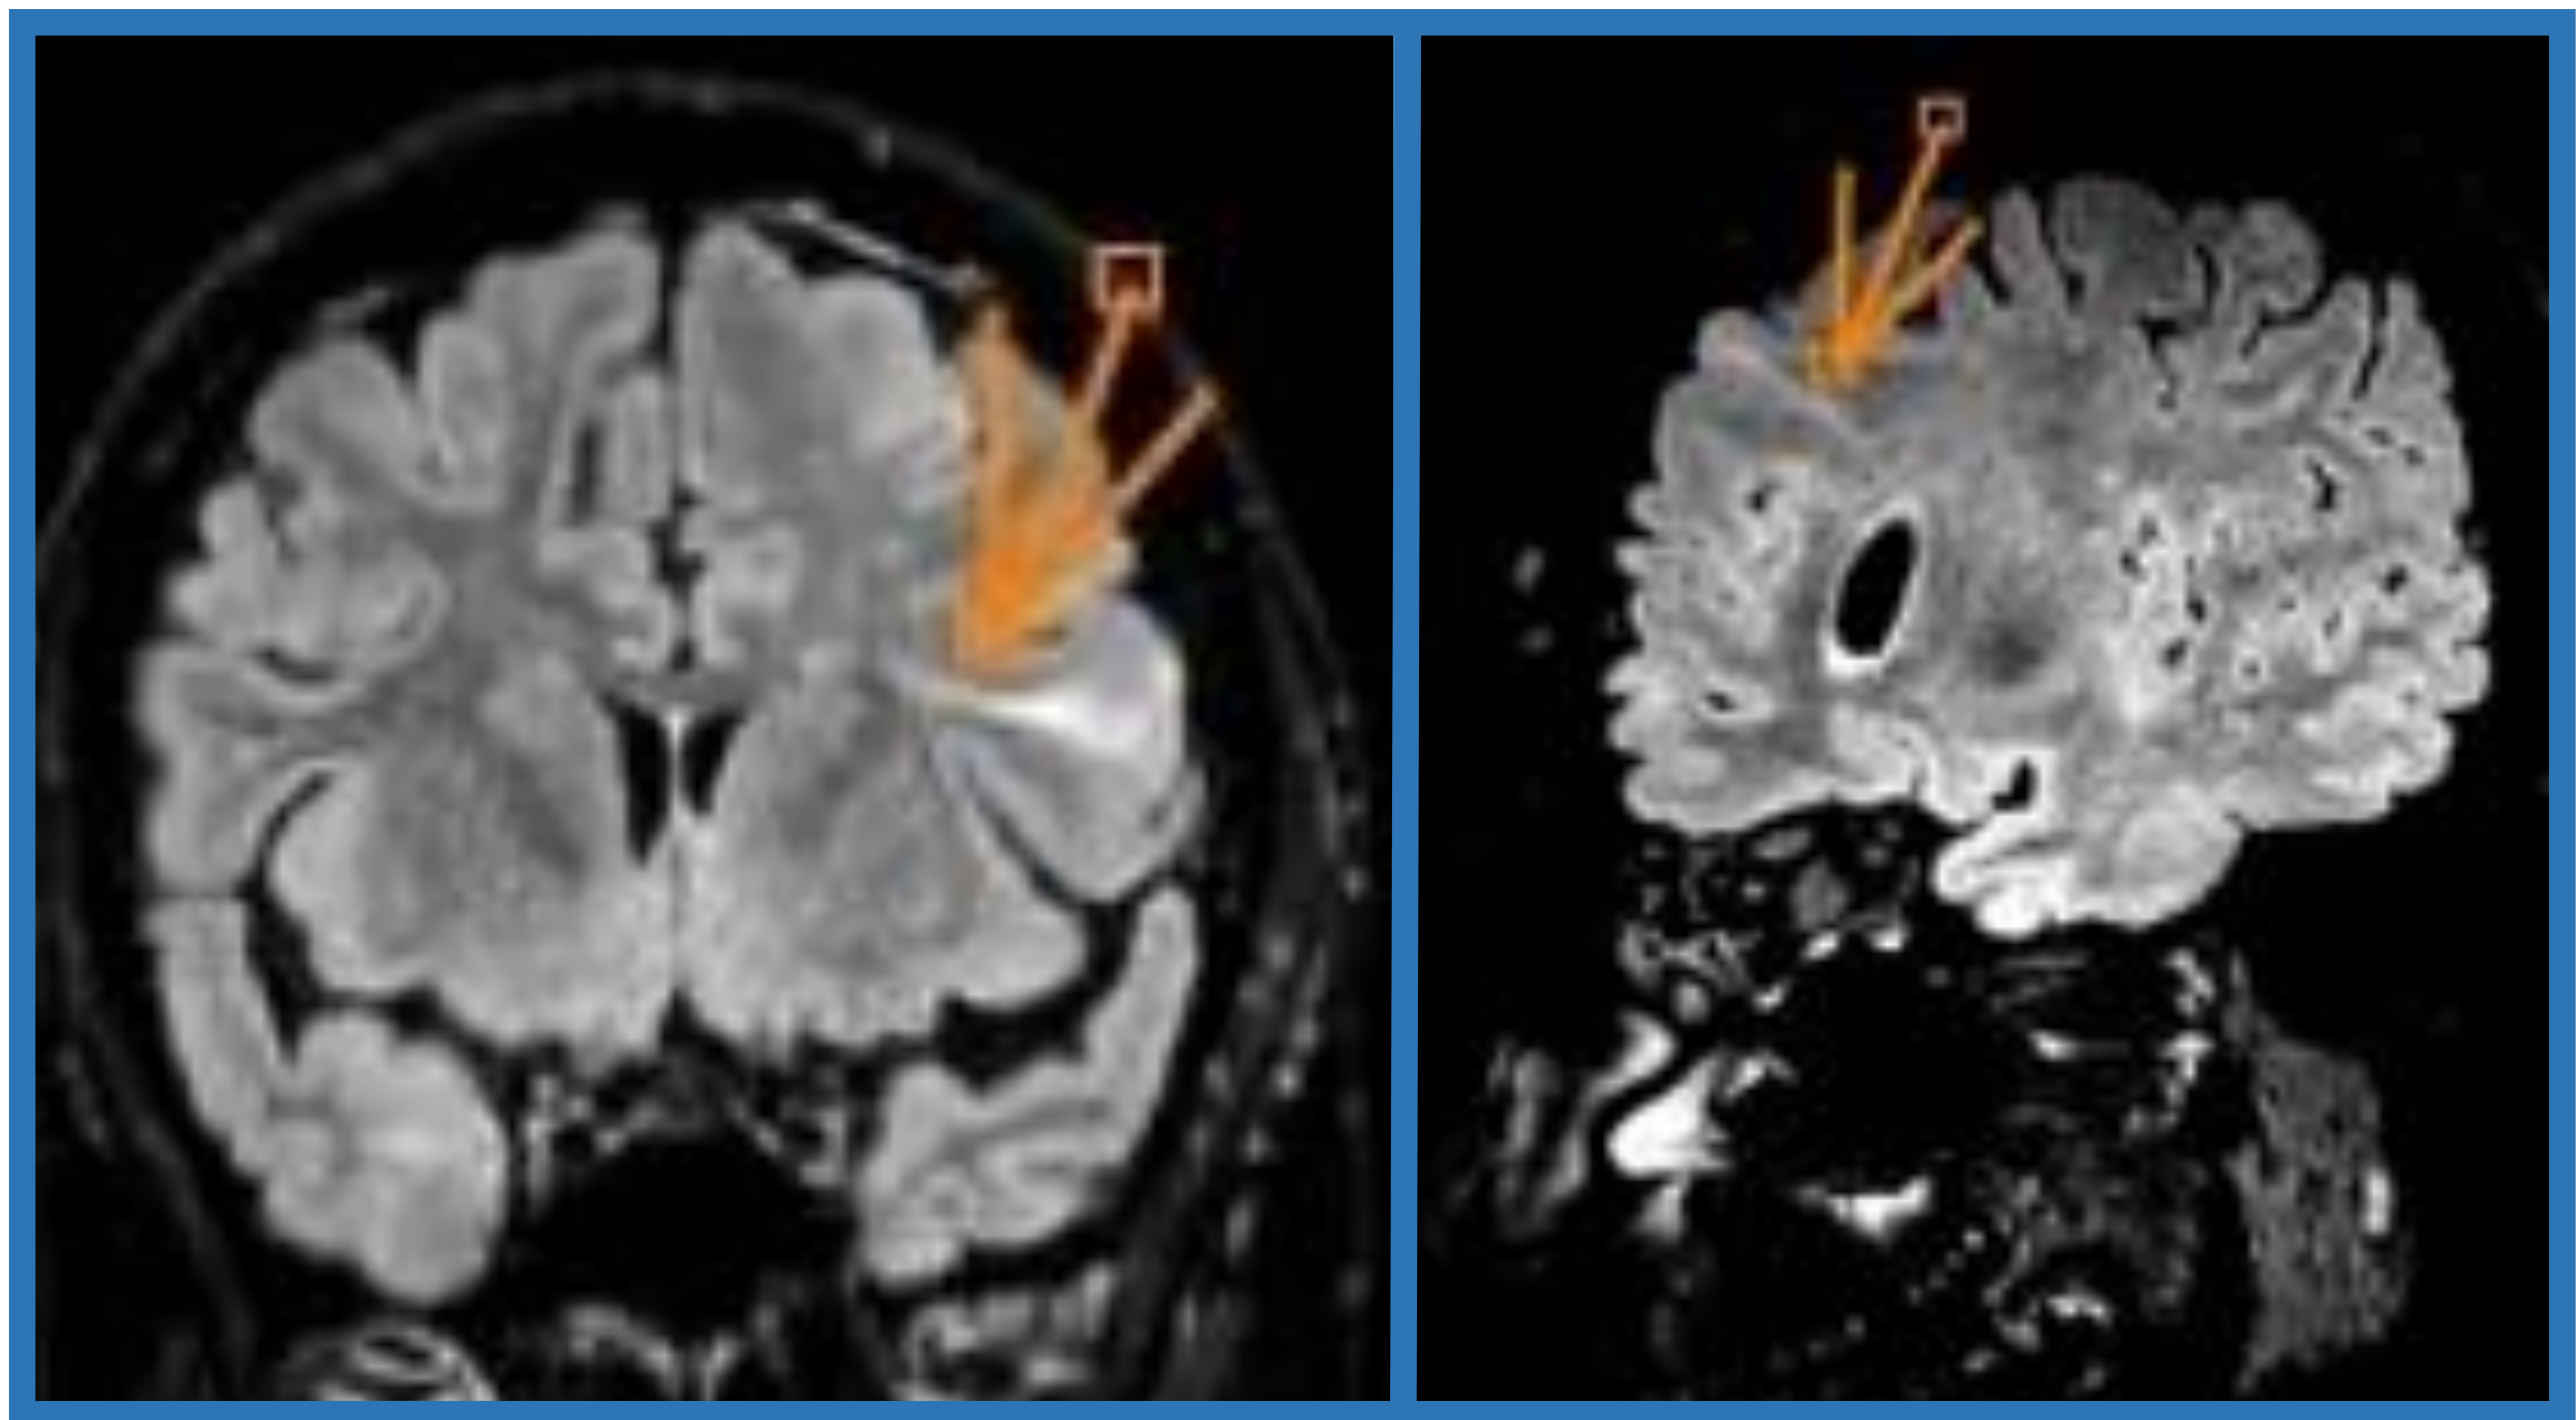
Lesión de morfología triangular y base cortical compatible con túber del cuál parte banda de migración radial con extensión hacia sustancia blanca periventricular. *Secuencias: FLAIR coronal y oblicuo sagital.*
